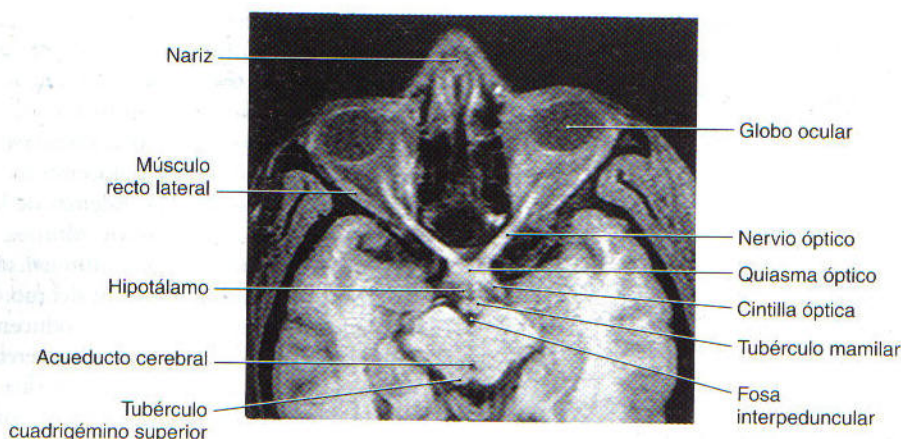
Resonancia magnética (imagen ponderada en T1) de las estructuras ópticas (nervio, quiasma y cintilla) en relación con el hipotálamo y el mesencéfalo. Compárese con la figura 28-23.
